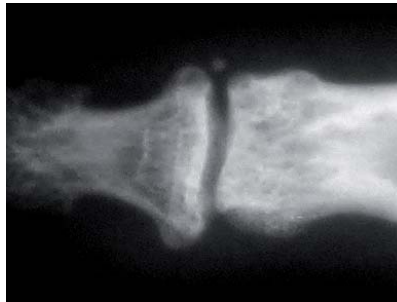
Röntgenbild des Mittelfingers (mit Vergrößerung) des gleichen Kletterers mit 50 Jahren, 6 Jahre nach Beendigung des aktiven Kletterns. Am Ringfinger kleine Kapselverkalkung im Endgelenk, deutliche Verbreiterung des Endgelenks, geringer im Mittelgelenk. Kleine, spitze knöcherne Ausziehung am Grundgelenk. Die Gelenkspalte sind weit und gut erhalten. Derzeit keine Beschwerden und freie Beweglichkeit der Finger.
